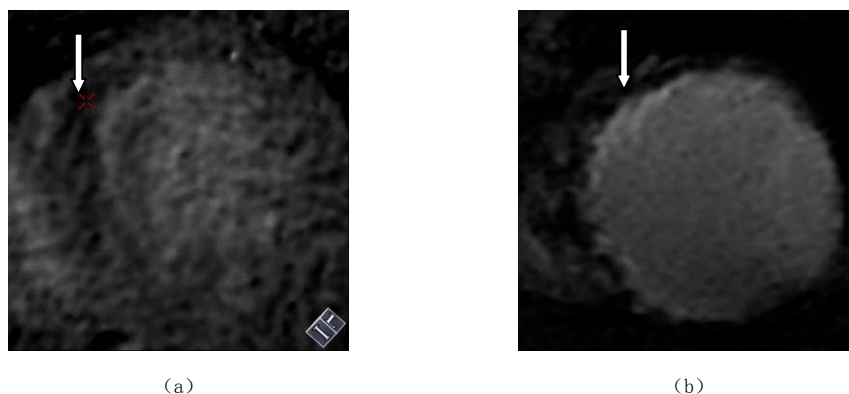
(a) 箭头所示能谱 CT 找出前间壁心梗区域; (b) 箭头所示 MRI 找出前间壁心梗区域
